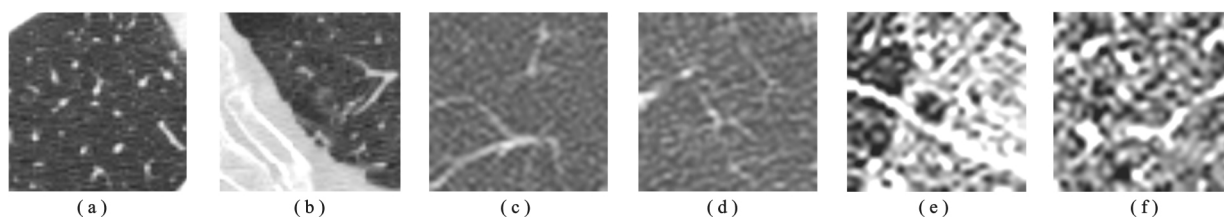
采集自不同设备的 CT 图像上的 ROI
